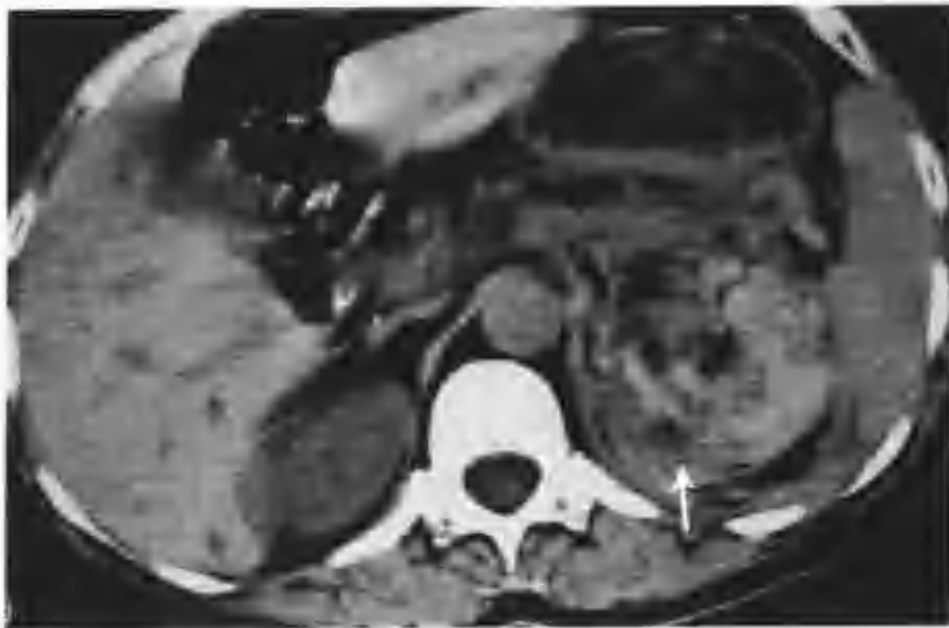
左肾错构瘤并包膜下积血（CT 平扫左肾见一混杂密度肿物，内见多个斑、片状极低密度区，患侧肾筋膜增厚，箭头示错构瘤）
